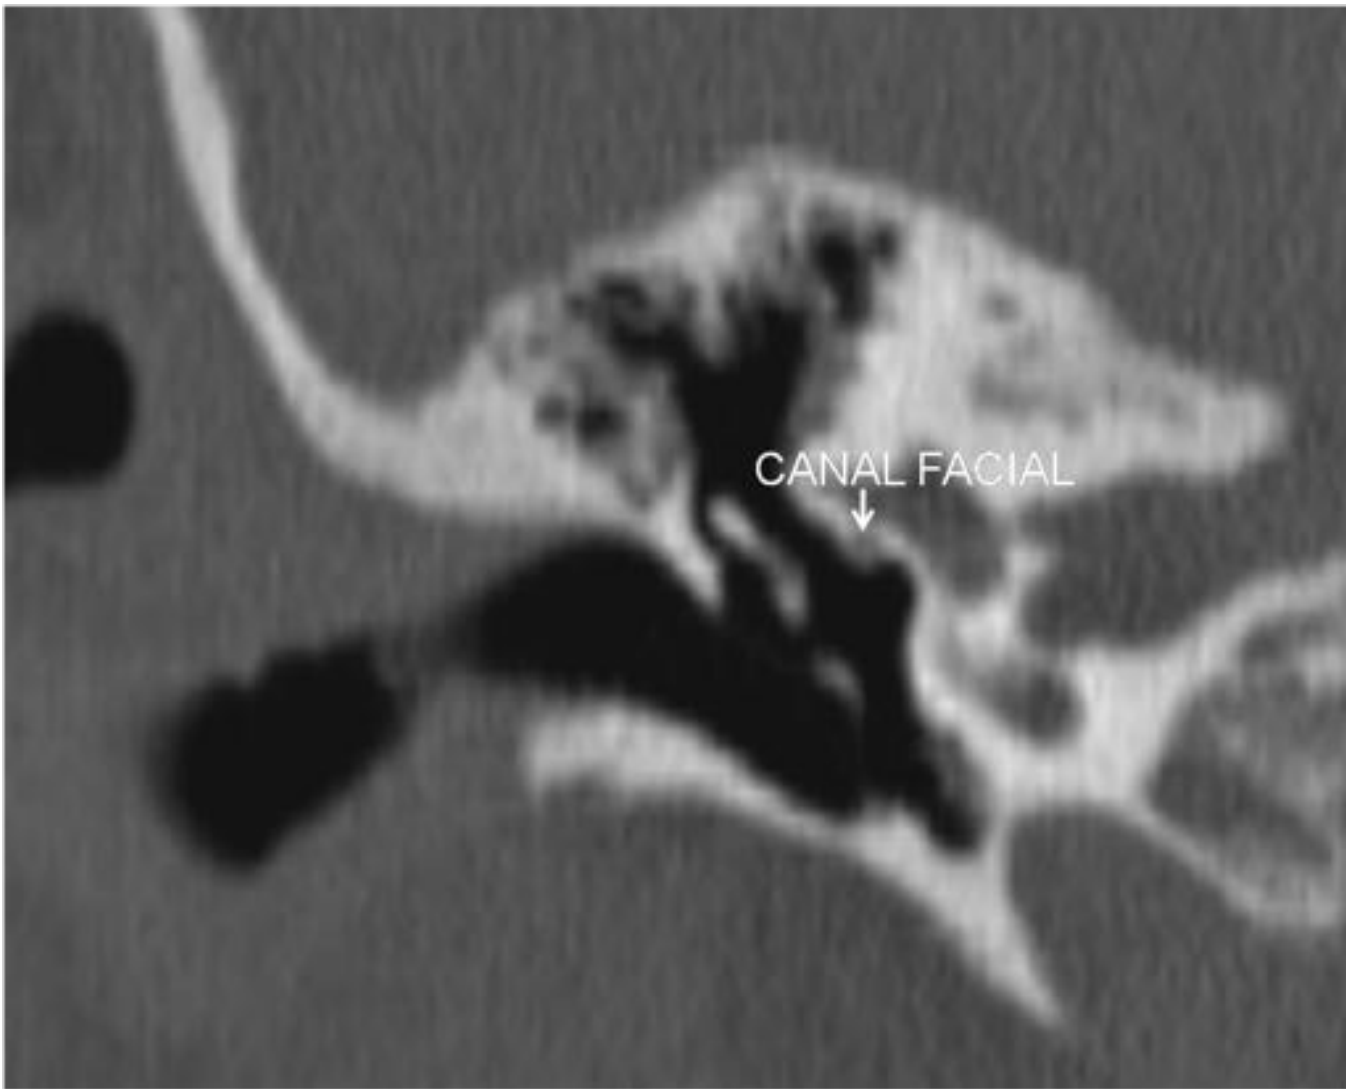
TAC de peñascos. Corte axial. Porción laberíntica del segmento canalicular del nervio facial
